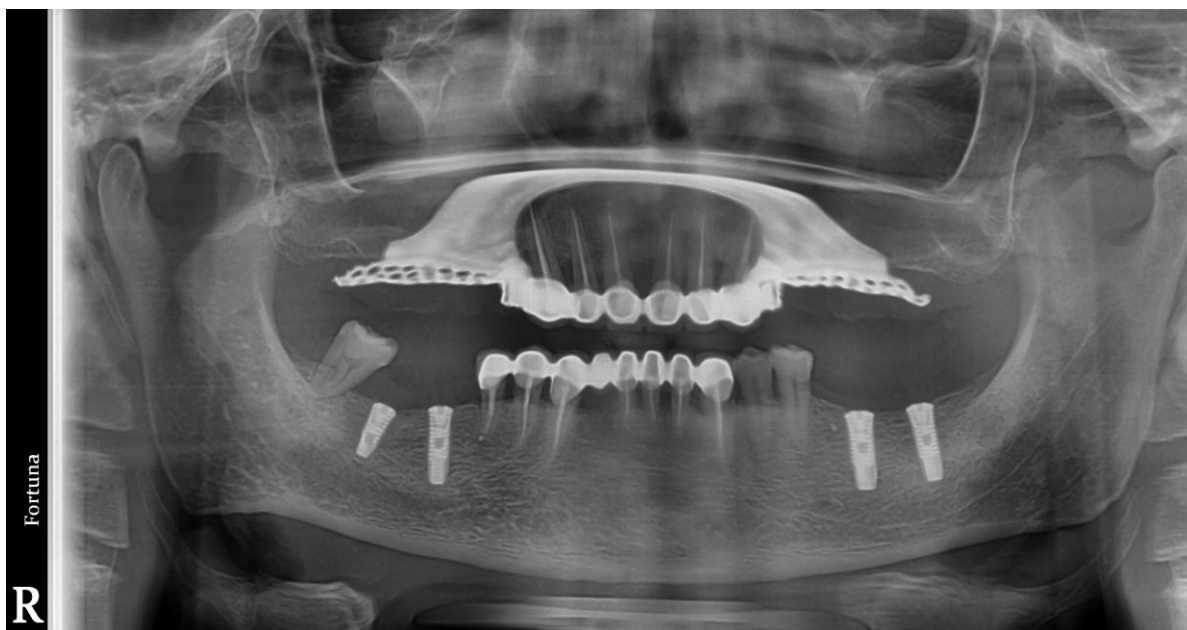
Ортопантомограма робітника П., 51 р. (№ 14 карти) після лікування
